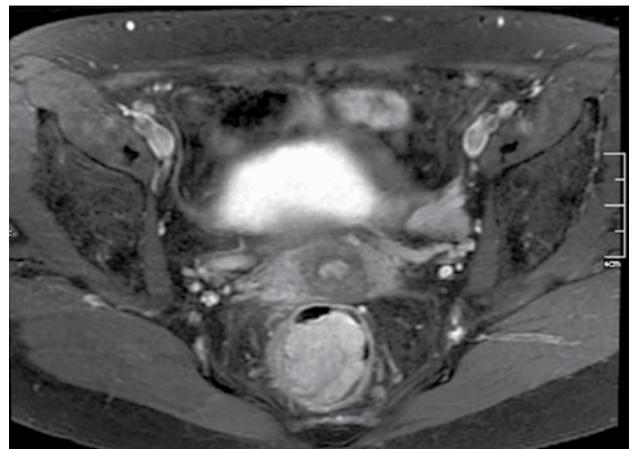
Resonancia Nuclear Magnética. Neoplasia de recto medio, de carácter pediculado, sin compromiso del tejido graso mesorrectal pero con adenopatías mesorrectales sospechosas.
